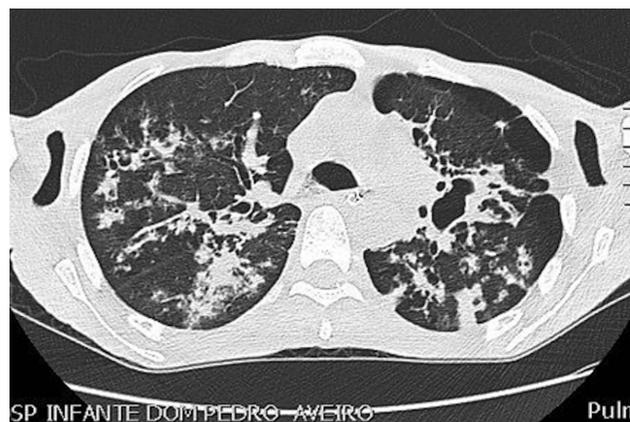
TC- torácica com várias lesões cavitadas no pulmão direito, enfisema subcutâneo na base do hemitórax esquerdo e pequeno pneumotórax colectado nessa base, correspondendo à fistulização cutânea
